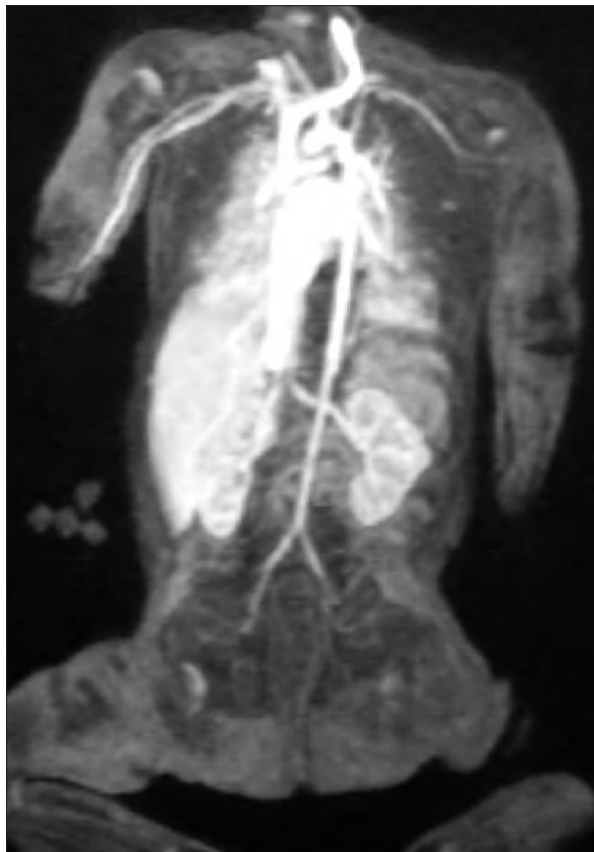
Angio-RM: anastomosis entre la vena porta y la vena cava inferior a nivel del bilio hepático.
